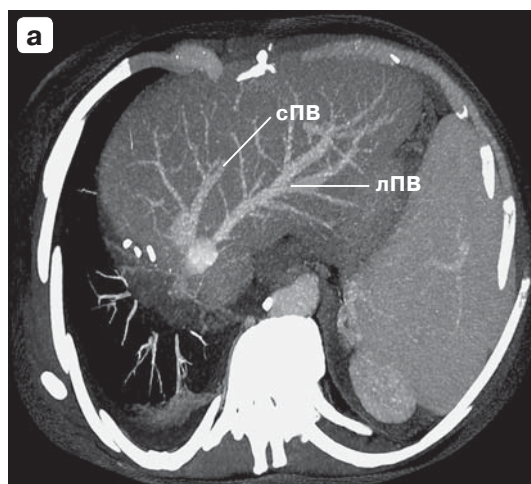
Трансплантат левой доли печени после операции: а – компьютерная томограмма; б – реконструкция. ВВ S_{IV} – воротная вена к S_{IV}.
